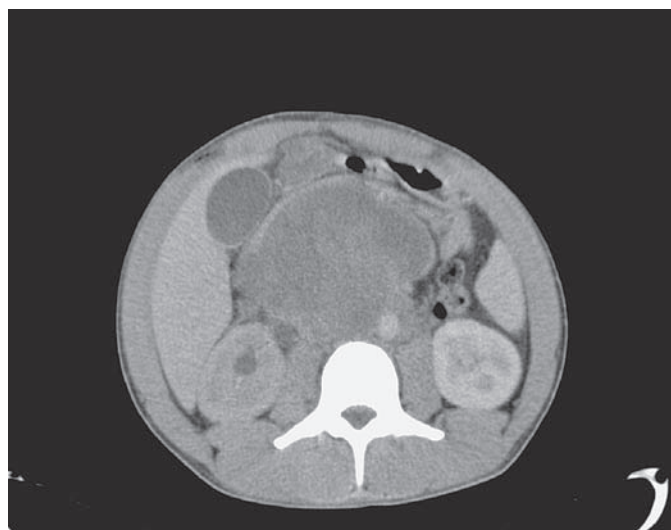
Imagen por tomografía computarizada de masa metastásica retroperitoneal.
